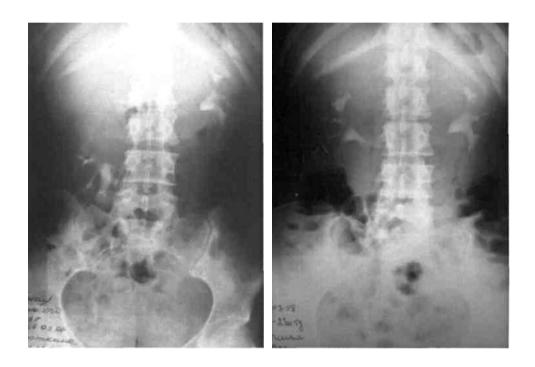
Экскреторные урограммы пациентки Л., в положении стоя на 15 минуте после введения рентгенконтрастного вещества: до нефропексии (слева), после нефропексии (справа)
